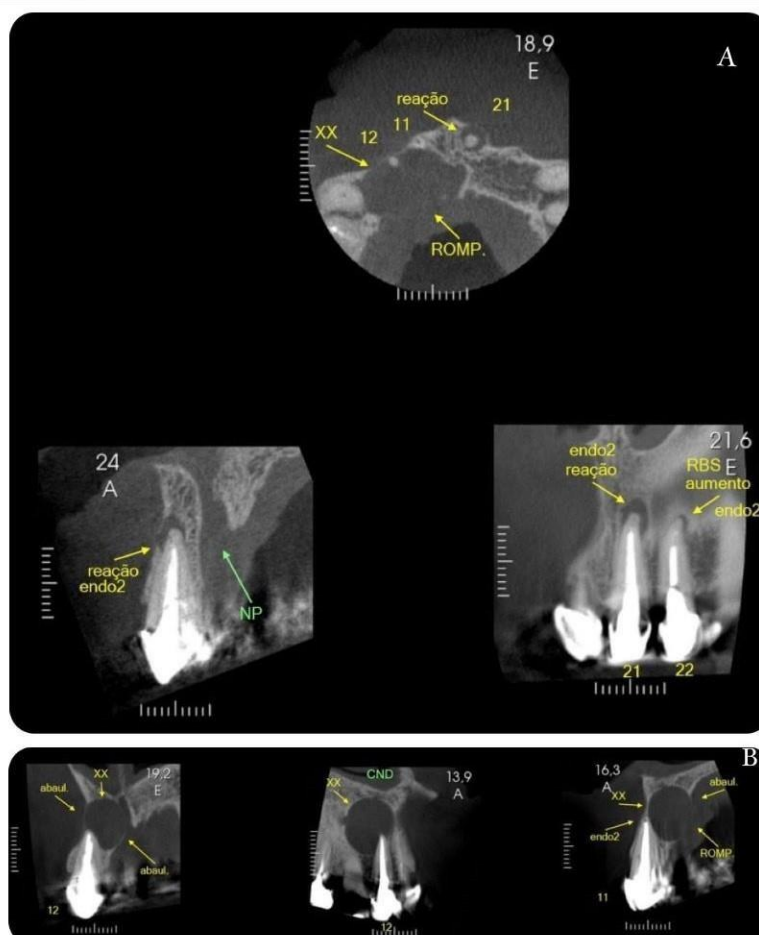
tomografia Cone Beam de feixe cônico (Morita X800, Tóquio, Japão).A: Corte axial: mostrando rompimento da cortical palatina/Corte coronal e sagital: evidenciando rarefação óssea periapical; B: Visualização das dimensões da lesão cística. Autoria: Radio Imagem Sete Lagoas (2023).
